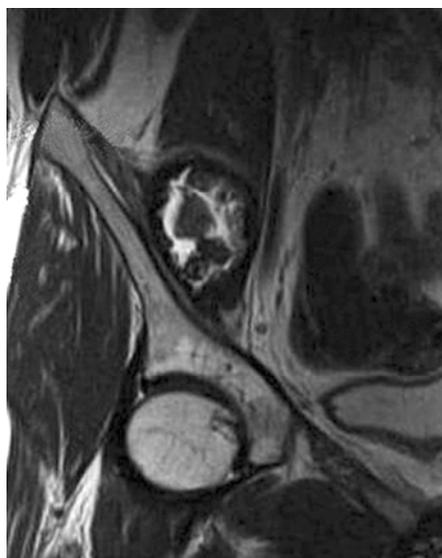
Коронарная МРТ (T2-ВИ) правой половины таза. Объемное образование в области правой половины таза, примыкающее к крылу подвздошной кости, содержащее жидкостные и фиброзные структуры, и окруженное сформированной капсулой
